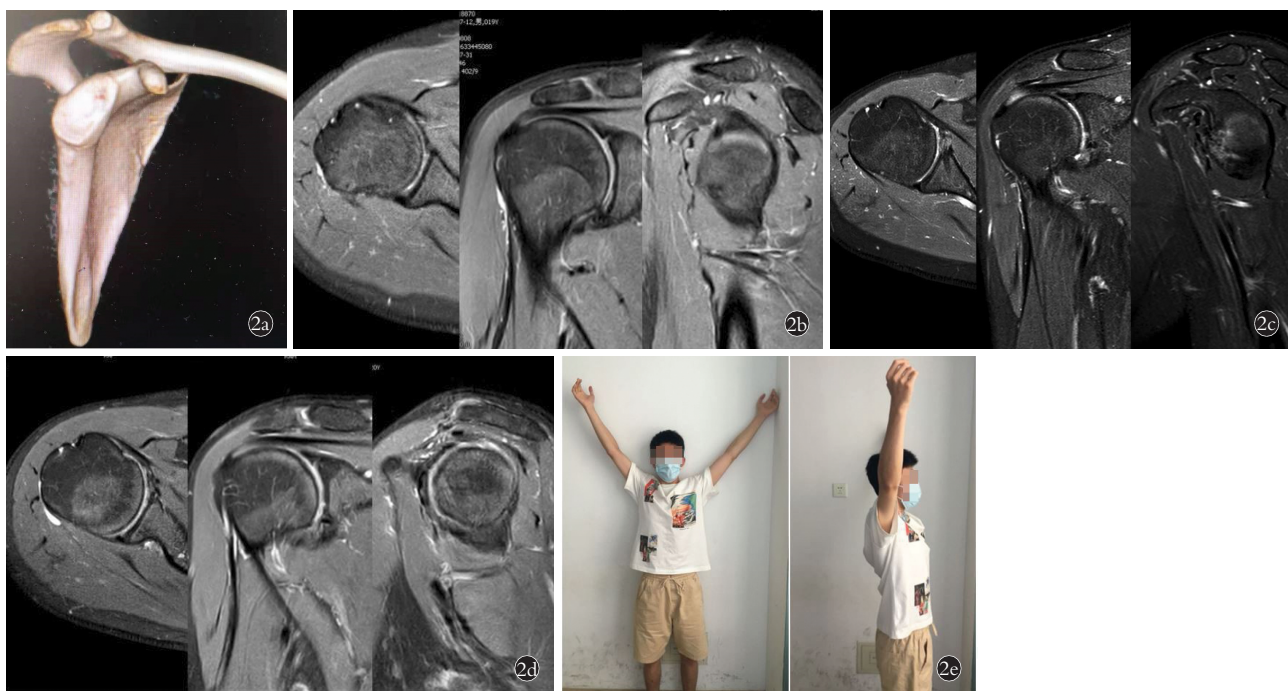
患者,男,28 岁,右肩关节复发性脱位 2a. 术前右侧肩关节三维 CT 示未见明显骨性缺损 2b. 术前右肩关节 MRI 2c. ASA 术后 6 个月右肩关节 MRI 2d. ASA 术后 1 年右肩关节 MRI 2e. 术后 1 年随访肩关节活动度良好
